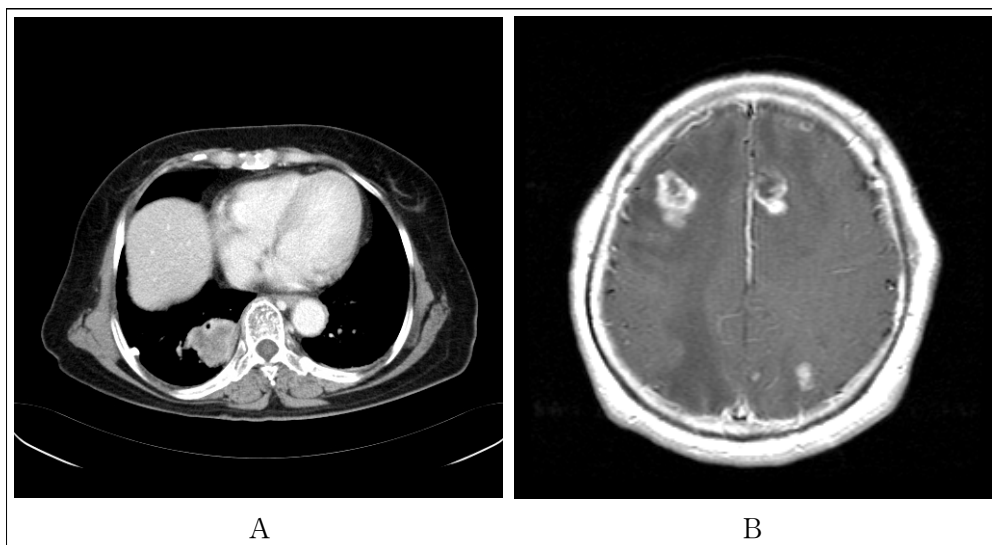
Chest CT shows non-small cell lung cancer at Right lower lobe (A). Brain MRI shows brain metastasis (B).
